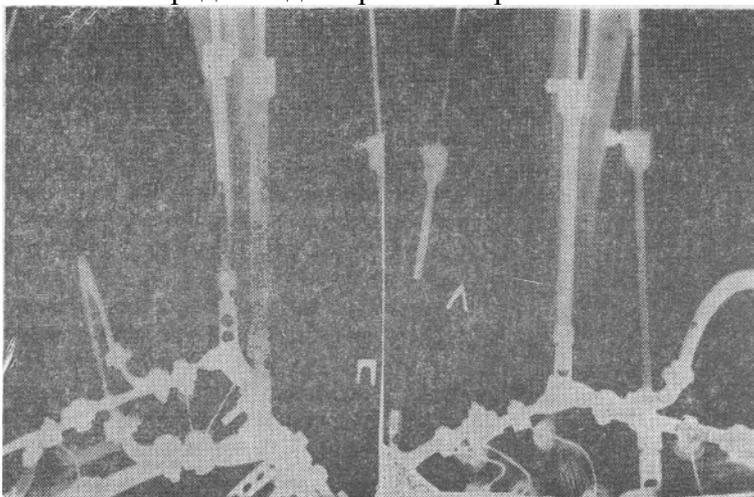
Рентгенограмма той же больной в процессе лечения.
